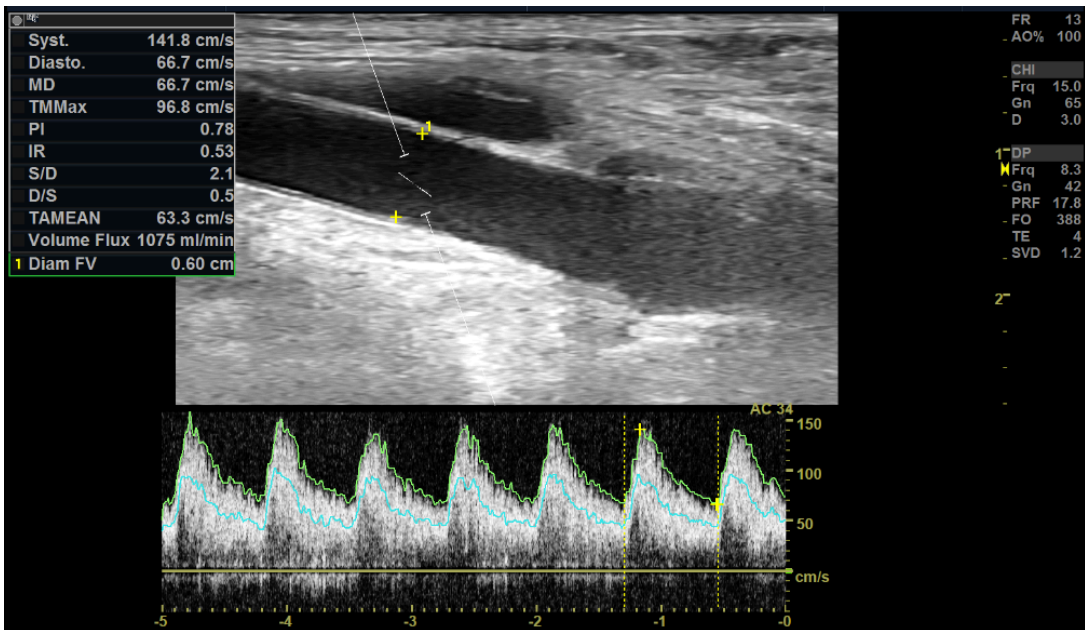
Doppler pulsé montre une augmentation du débit à 1075ml/min
